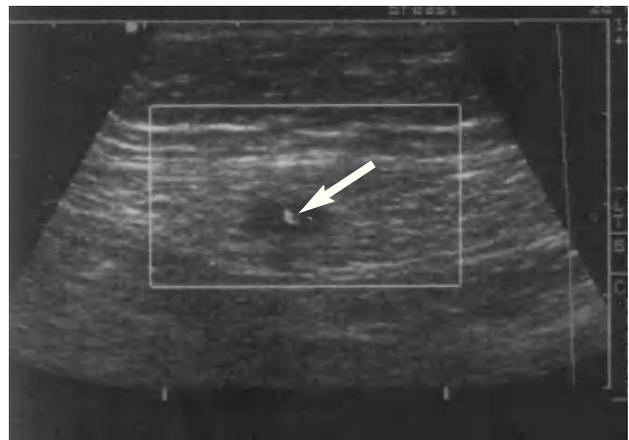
Ecografía con Doppler Color. Nódulo sólido de 9 mm, hipoeoico y bastante bien delimitado, en el espesor de las fibras del músculo recto anterior derecho, detectándose moderado flujo vascular en su interior.
